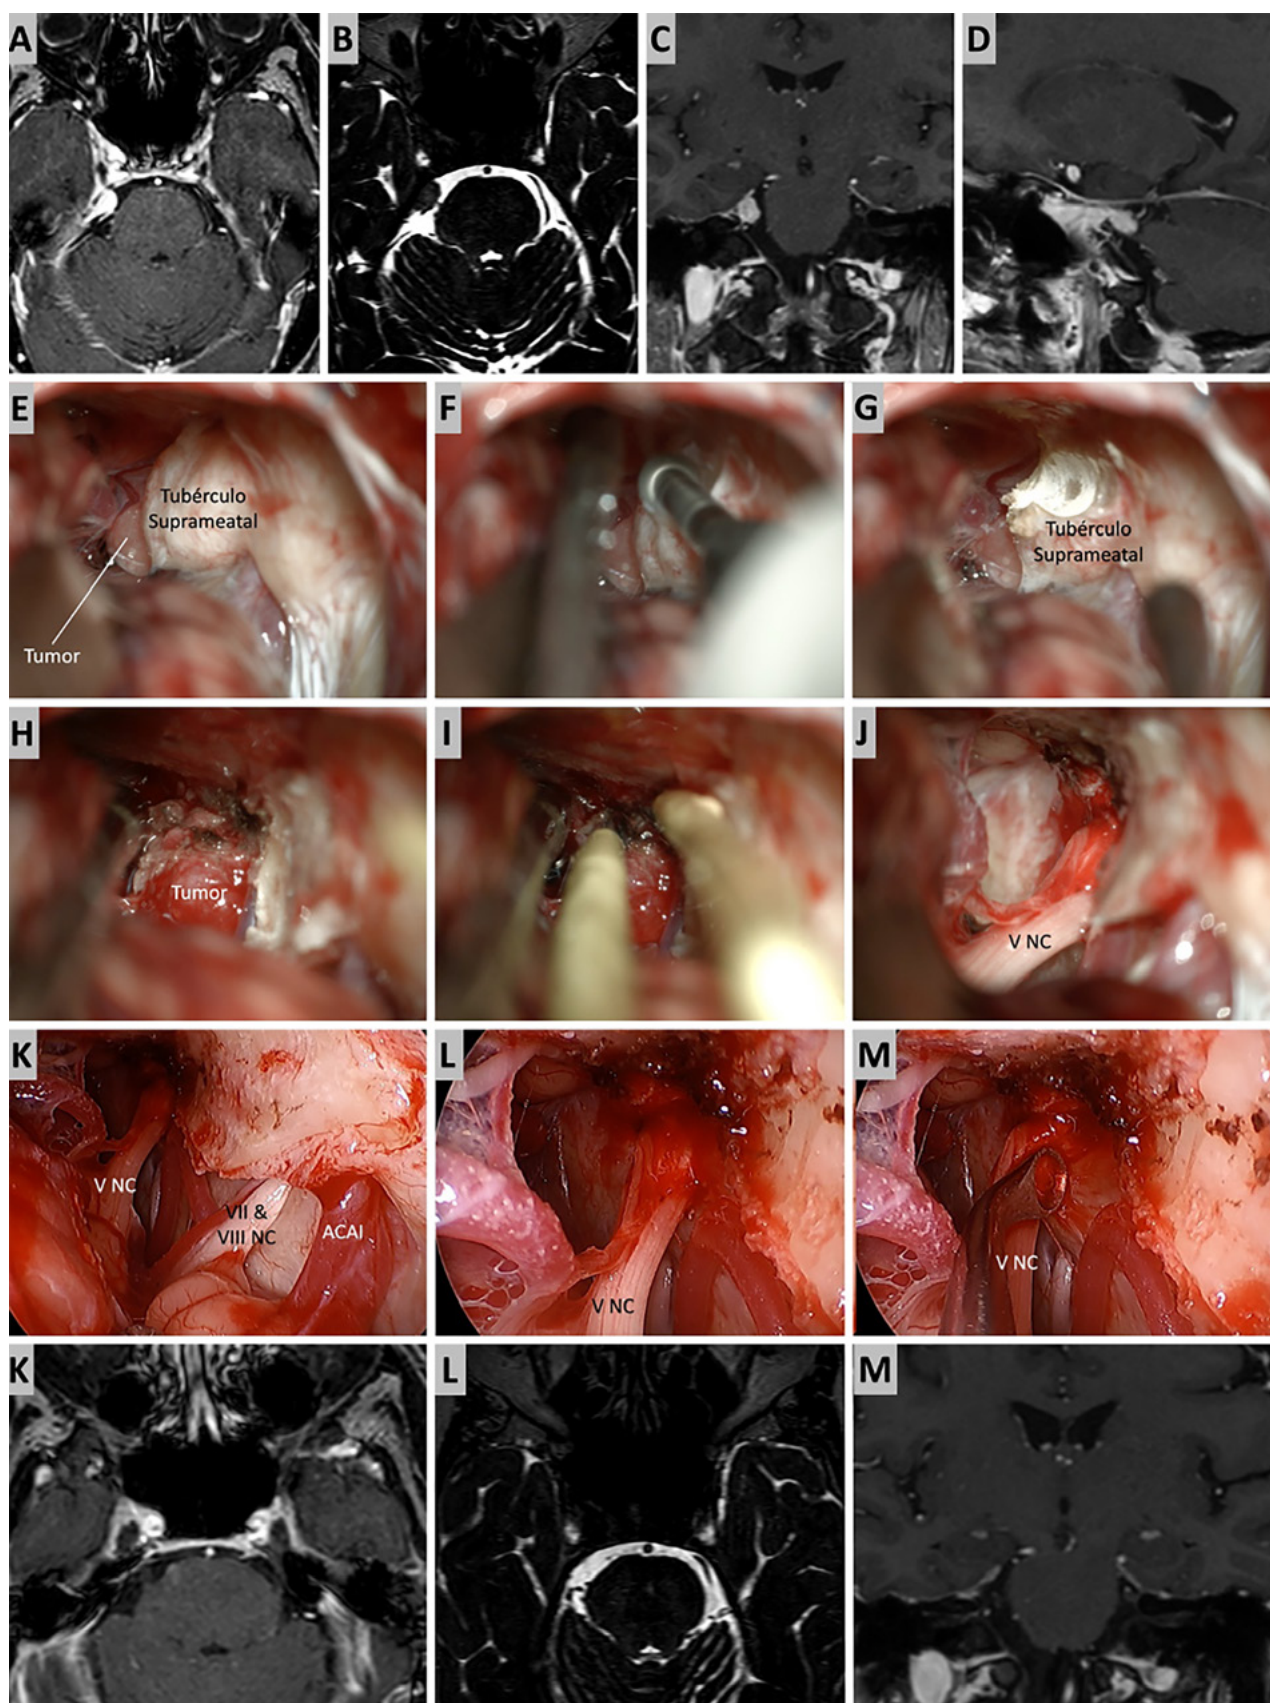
Caso ilustrativo #4. Meningioma de la MRPC con implantación petrosa anterior. El paciente presentaba neuralgia del trigémino atípica derecha. A-D. Imágenes por RMN pre operatorias. E-J. Se realiza un abordaje retrosigmoideo consiguiendo la resección total del tumor. K-M. Con ayuda de endoscopio y lente con angulación de 30° se inspecciona el área sin encontrar remanente tumoral. Se observa liberación del nervio trigémino. K-M. RMN postoperatoria que muestra resección total.
